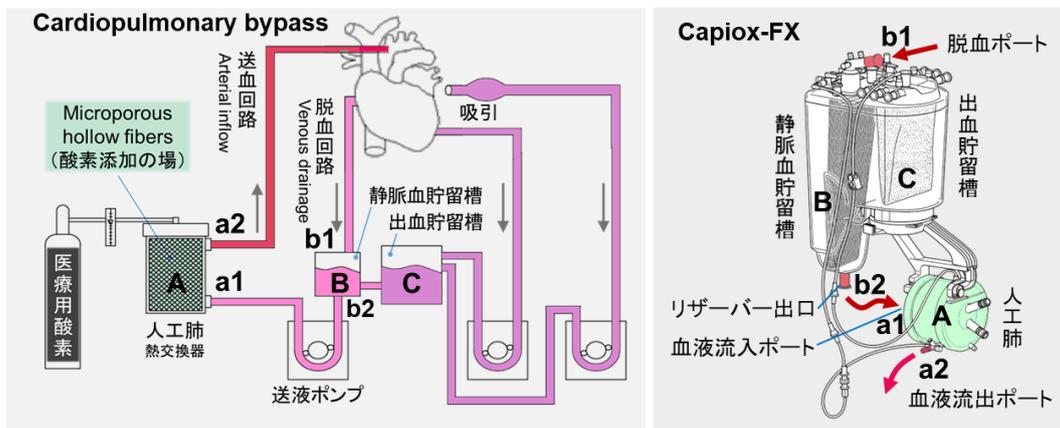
人工心肺 cardiopulmonary bypass の概要。心臓に還流する血液を脱血回収し, 人工肺で酸素化して, 送血ポンプで全身に送り循環させるという体外循環系の確立により, 開心術が可能になった。体外循環を利用した最初の心臓手術(心房中隔欠損症の治療)が行われた 1953 年(この年は, DNA の 2 重らせん構造の提唱, エベレストの初登頂, 映画「ローマの休日」など大きな出来事が多かった)以来 65 年が経過した今日では, 本稿で紹介するように, Microporous hollow fiber を用いた信頼性の高い人工肺が開発されている。◆B と C の貯留槽には血液の界面を検出・モニターするための Level alarm が必要だが, これに関しては乏しい予算の中, ストレージ オシロスコープを手作りするなどゼロからスタートし, ほぼ野川さん一人で開発したようだ(図 3, 上, 左から 2 番目)。超音波で液面を検出する優れたもので, 30 年間にわたって大きなモデルチェンジなしに使われ続けた。
